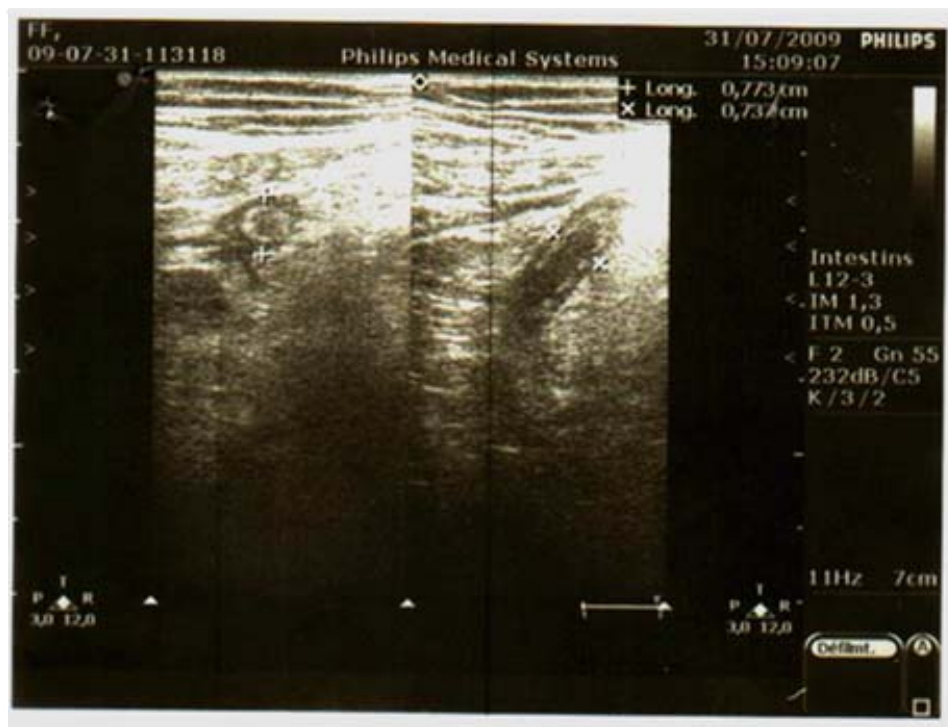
Images échographiques d'aspect «en cocarde» et «en doigt de gant».
